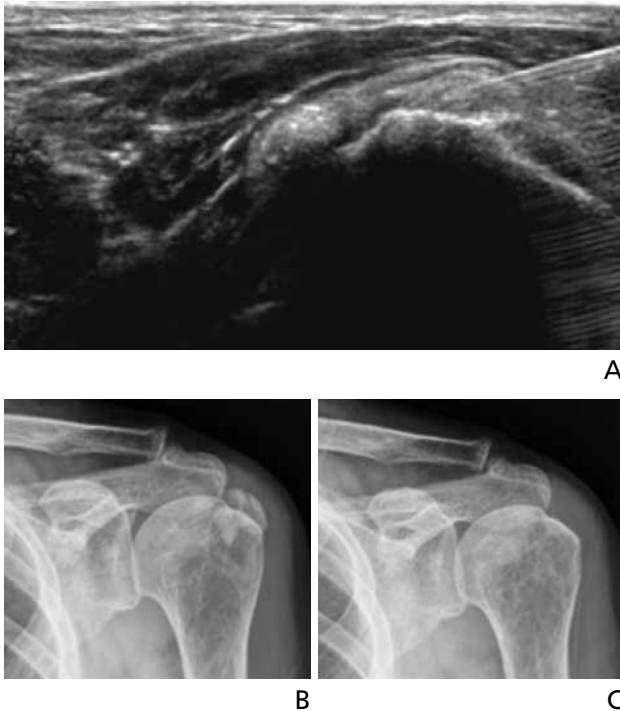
Percutaneous aspiration for Calcific Tendinitis. (A) A longitudinal scan of the supraspinatus tendon shows well defined calcium deposits that were punctured by a fine needle with ultrasonographic guidance. (B) Plain radiography showing amorphous calcific opacity in the left shoulder area. (C) Follow-up plain radiography after percutaneous puncture and aspiration shows the almost complete disappearance of the calcific opacity in the left shoulder area.
